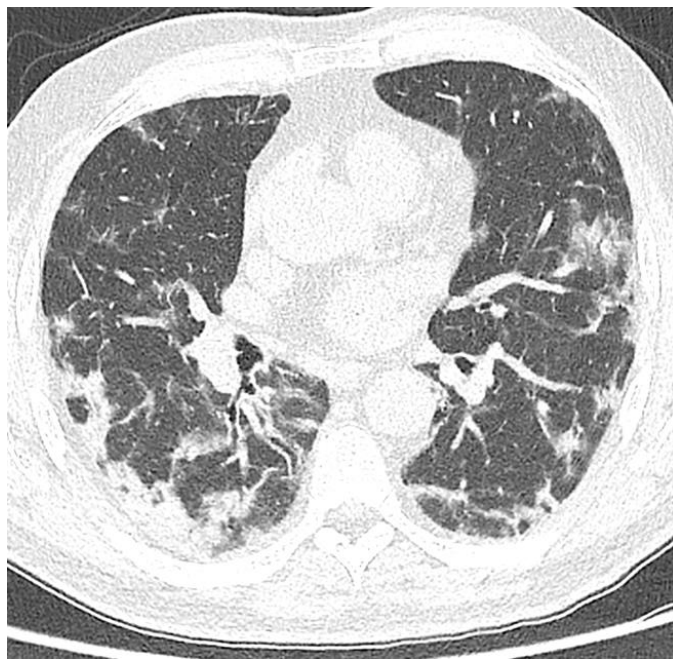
TC Tórax axial en ventana para pulmón con opacidades en vidrio despulido, alguna con consolidación basal posterior derecha con broncograma aéreo.
